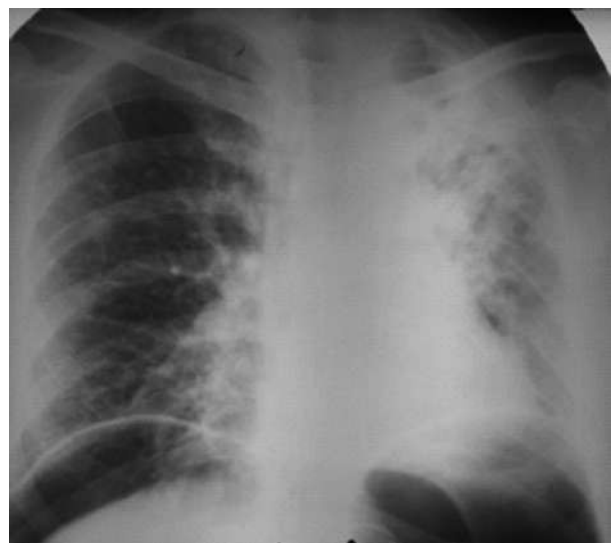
Обзорная рентгенограмма и компьютерная томограмма пациента Ж., 48 лет, с казеозной пневмонией левого легкого при поступлении.
